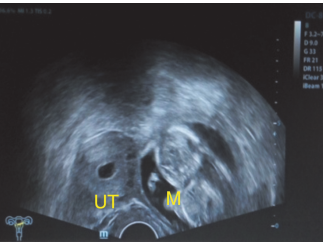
二维超声子宫横切面示左侧残角子宫妊娠(UT: 子宫; M: 包块)
